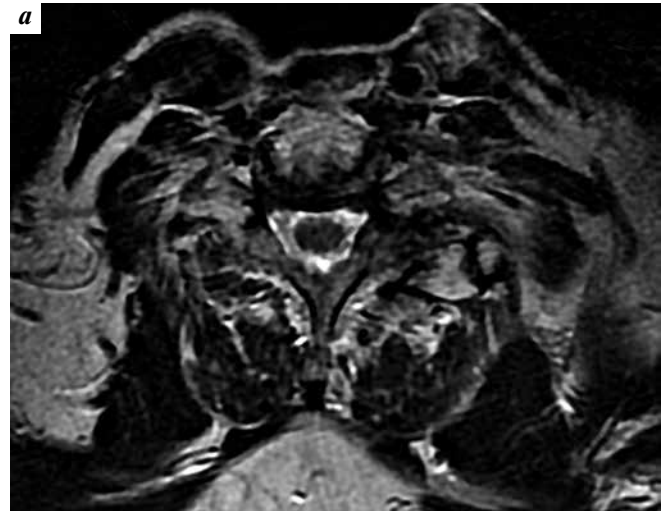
Магнитно-резонансная томография мягких тканей шеи (22.09.2017) в T2-режиме. Признаки рецидива отсутствуют: а — аксиальная проекция; б — сагиттальная проекция
